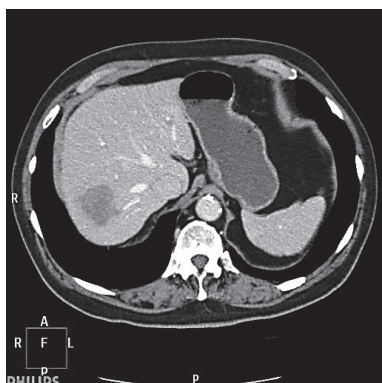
КТ-контроль, 2-й курс ПХТ; зменшення розміру МТС, відсутність гіперденсного контуру — часткова регресія
